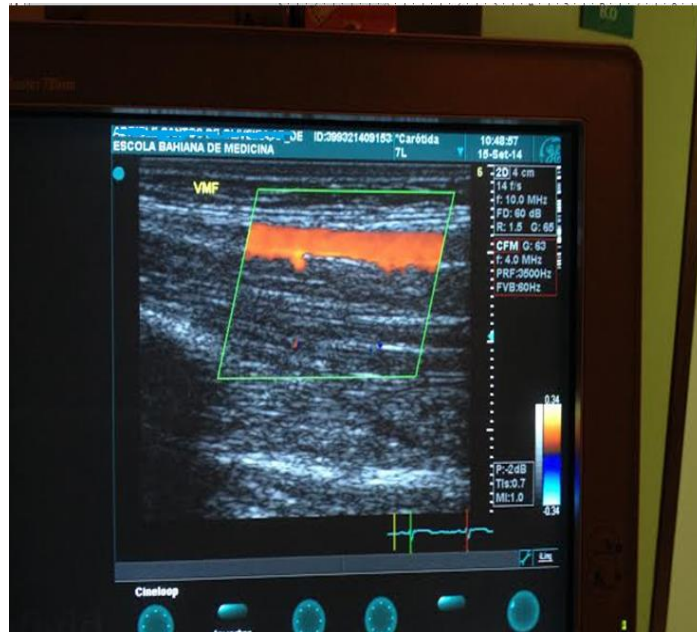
Diâmetro da artéria braquial através de ultrassonografia de alta resolução no período de hiperemia reativa
